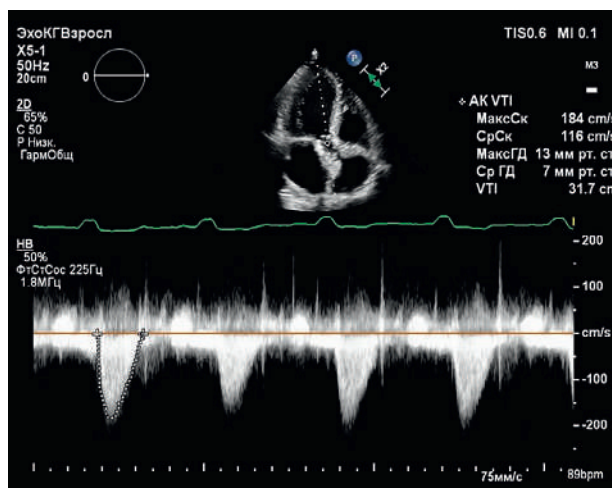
Эхокардиография после TAVI: пиковый градиент давления на АК составляет 13 мм рт. ст., средний – 7 мм рт. ст.
